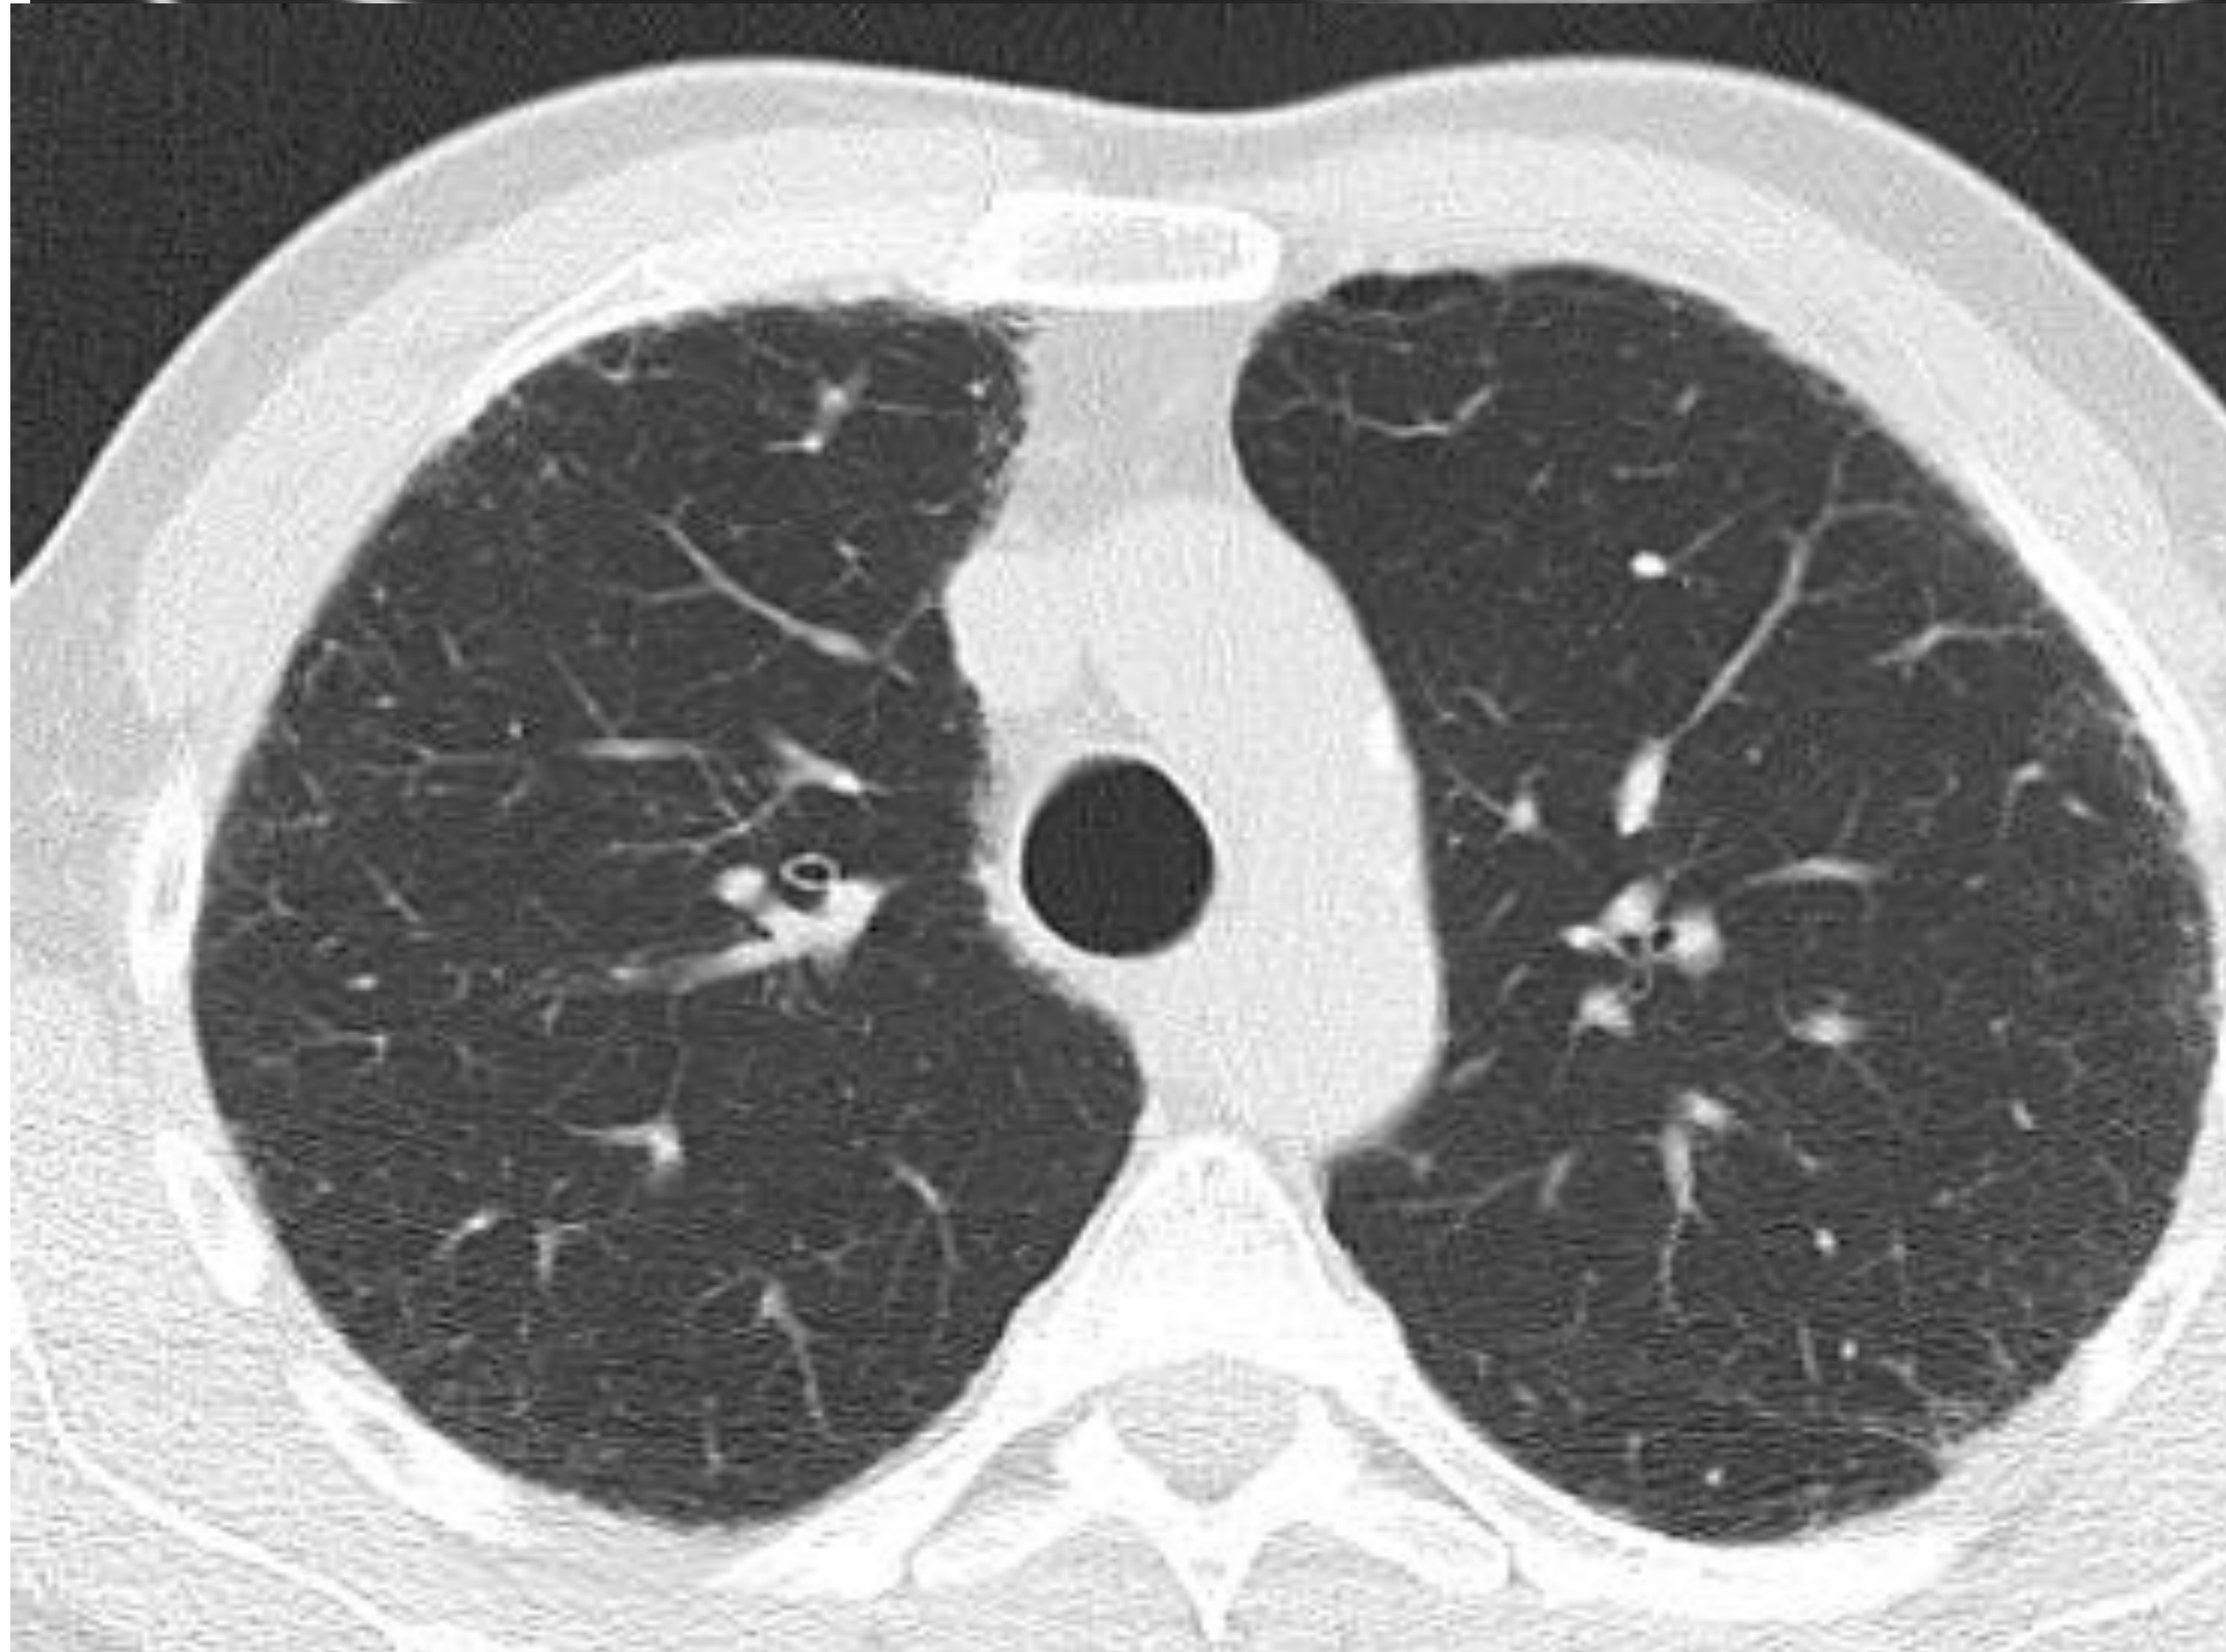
Imágenes de TC en plano axial. Cortes de craneal a caudal.
